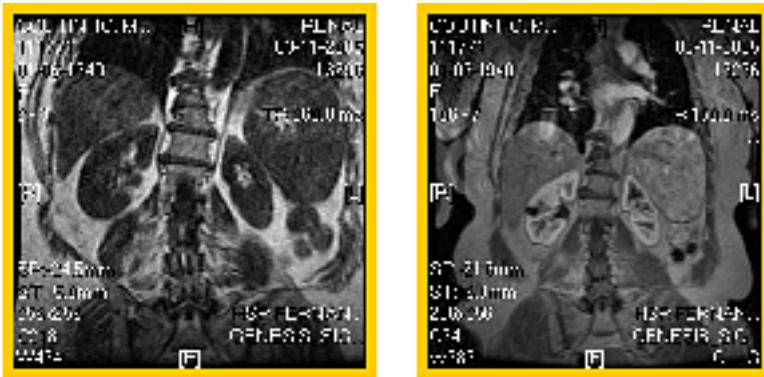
RM sem e com contraste, permitindo uma melhor definição das estruturas anatómicas.
